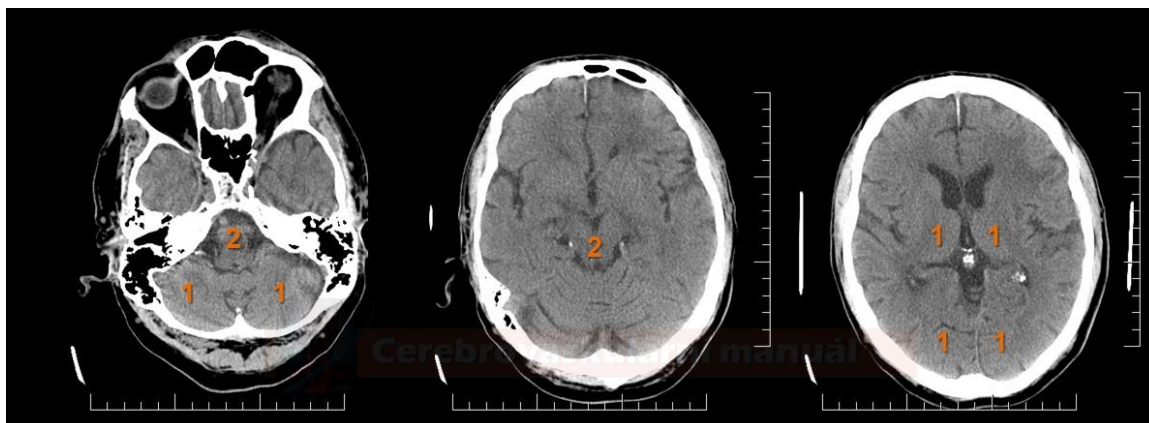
ASPECTS formulář
